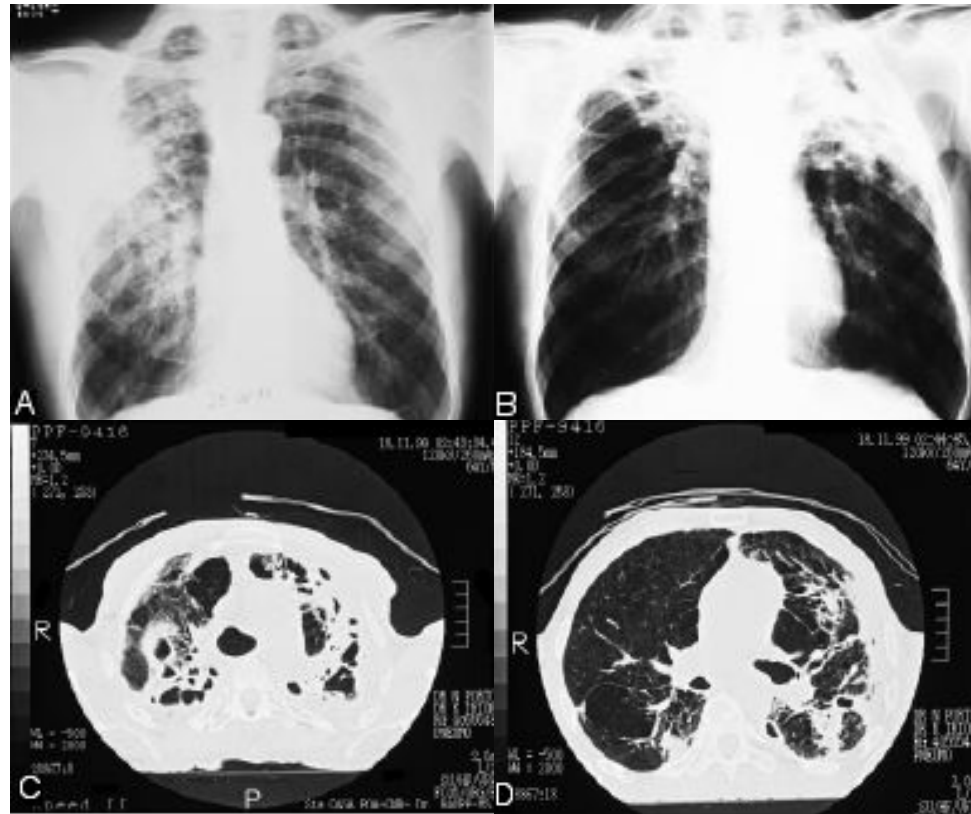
A radiografia de tórax demonstrou áreas de consolidação de subsegmentos axilares do pulmão direito (Figura 2A). O controle evolutivo sete meses após, identificou atelectasia completa do lobo superior direito com elevação do hilo pulmonar correspondente, o que determinou aparente regressão das áreas de consolidação de subsegmentos axilares, as quais possivelmente encontravam-se no lobo superior agora atelectasiado. Surgiram áreas de consolidação com necrose no hilo superior esquerdo, acompanhados de espessamento pleural e retração atelectásica com elevação do hilo correspondente. Áreas de enfisema paracicatricial (Figura 2B). A TC de tórax mostrou retrações fibroatelectásicas dos lobos superiores com cavidades cistóides e bronquiectasias e áreas de atelectasia com consolidação do parênquima adjacente às vias brônquicas dilatadas, com nítido predomínio cranial, todas as cavidades apresentavam paredes anfractuadas, algumas com pequenas septações. Espessamento pleural bilateral, principalmente apical. Elevação dos hilos pulmonares. Áreas de enfisema paracicatricial. Não havia adenomegalia ostensiva no mediastino (Figura 2C e D).
